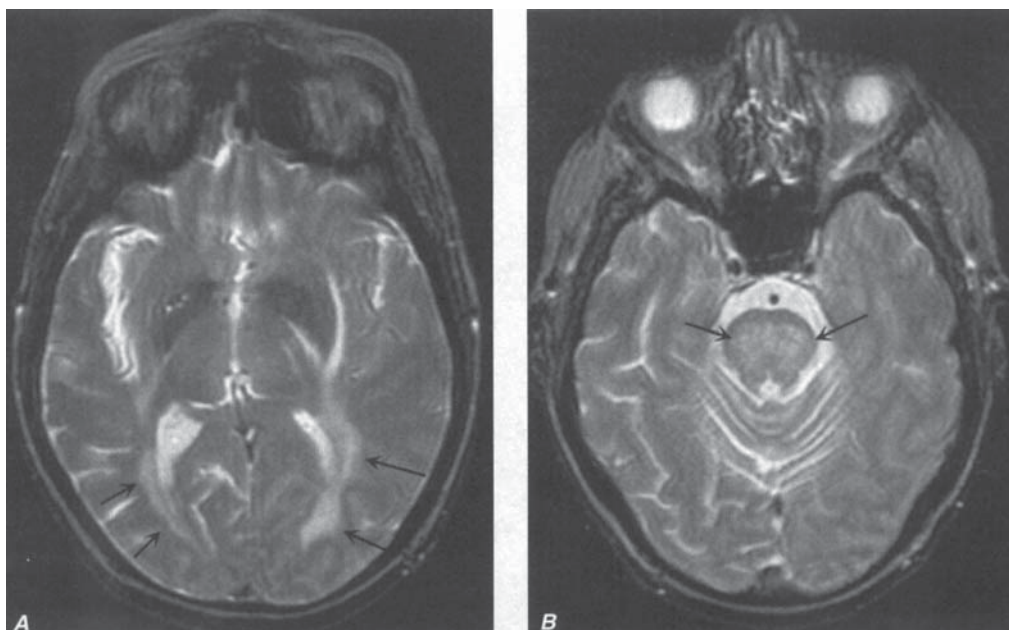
Afectare tardivă postradioterapie la 1 an după iradierea cerebrală totală (5 500 cGy) A. RMN cu semnal T2 la nivelul lobilor temporali arată un semnal înalt, de intensitate anormală
